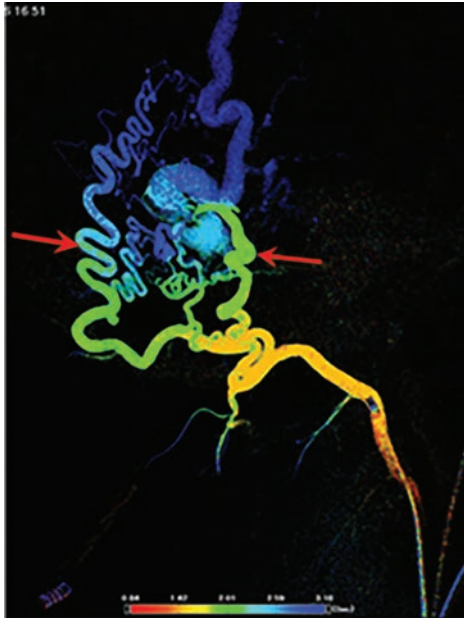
Режим 2D Perfusion, клинический пример – пациентка П. 38 лет: а) 2D перфузия бассейна НСА; б) 2D перфузия бассейна ВСА; Красными стрелками указана зона менингеомы и доминирующий питающий сосуд.
